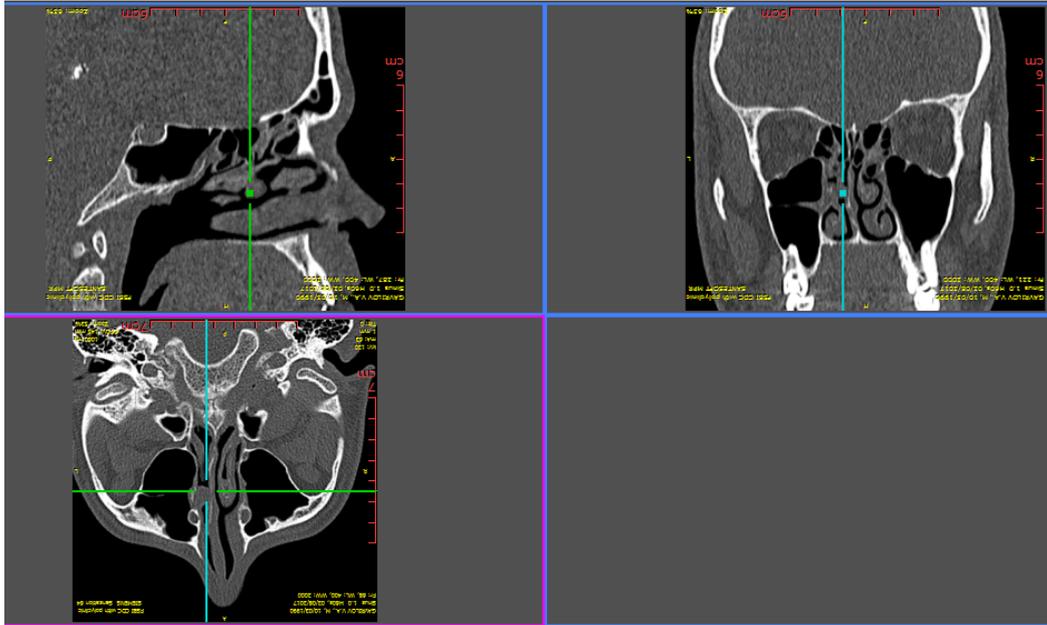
Изображение компьютерной томографии околоносовых пазух в трех проекциях. Перекрестием обозначено зона расположения новообразования полости носа.
